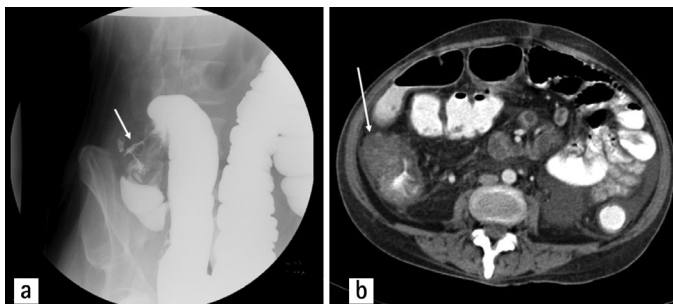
a) Apple core lesion in the ascending colon in double contrast colonic examination, b) Diffuse thickening of the ascending colon wall in computed tomography
